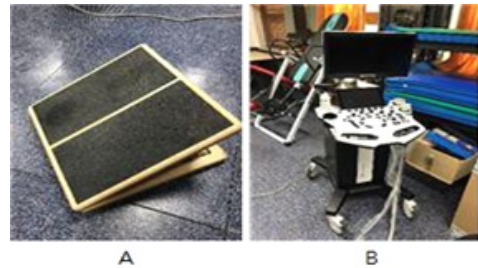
Experimental equipment (A: slant board; B: ultrasound Q30).
